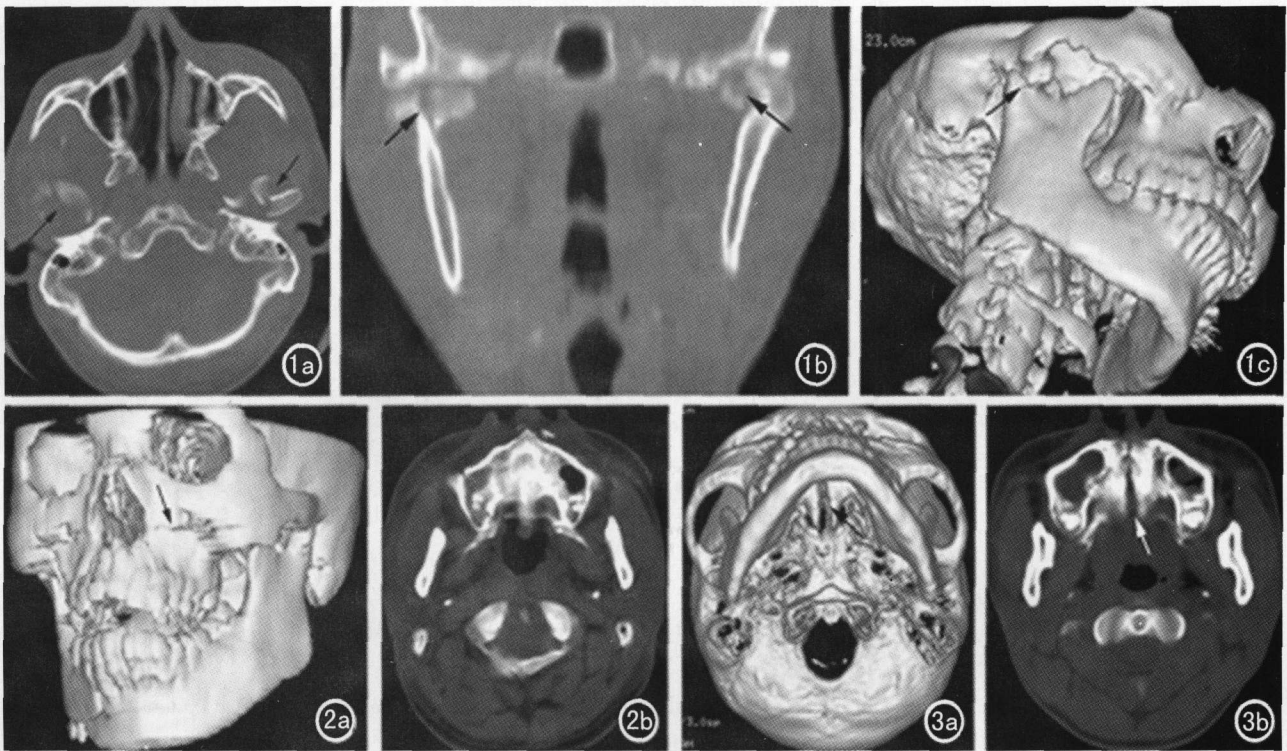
显示双侧下颌骨髁状突骨折(→)。a) 为轴位平扫; b) 为冠位重建; c) 三维重建图像清晰地显示出骨折块(→)移位方向, 距离和与颞关节窝的空间关系。图 2 a) 左侧上颌骨梨状孔外下缘水平状骨折线(→), 于三维 CT 上良好显示; b) 在轴位平扫无法显示水平状骨折线。图 3 上颌骨纵行骨折(⇨)。a) 三维重建像; b) 轴位平扫。
